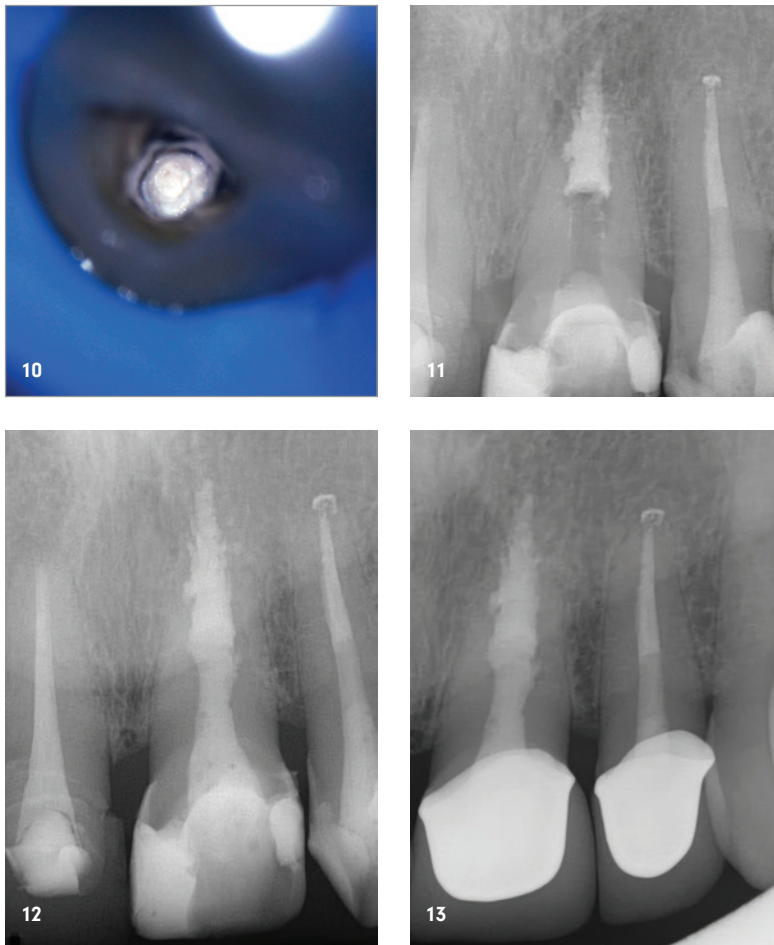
Downpack. – Abb. 11: Radiologische Wurzelfüllungskontrolle. – Abb. 12: Röntgenkontrolle mit inseriertem Stift. – Abb. 13: Röntgenkontrolle sechs Monate nach Wurzelfüllung.
